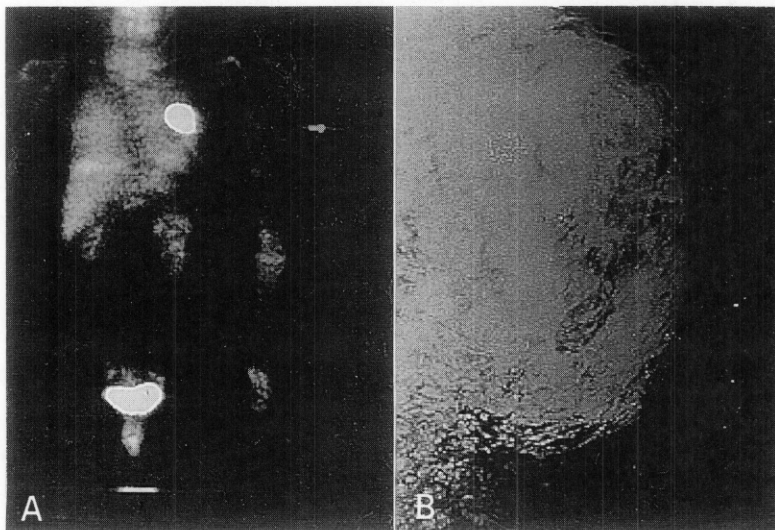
(A) FDG-PET whole body scan of patients with paraffin-augmented mammoplasty. Left breast shows the huge hypermetabolic hot focus. (B) However, the mass is not delineated in mammography and only dense breast is noted.
